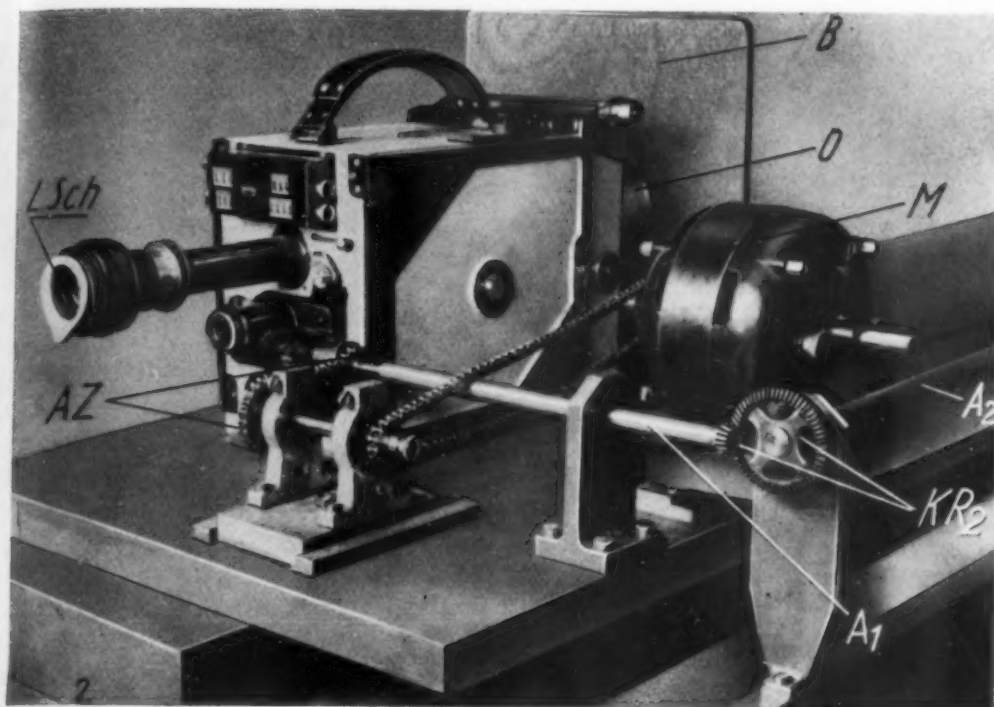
Ansicht der Askania-Röntgen-Kamera.
